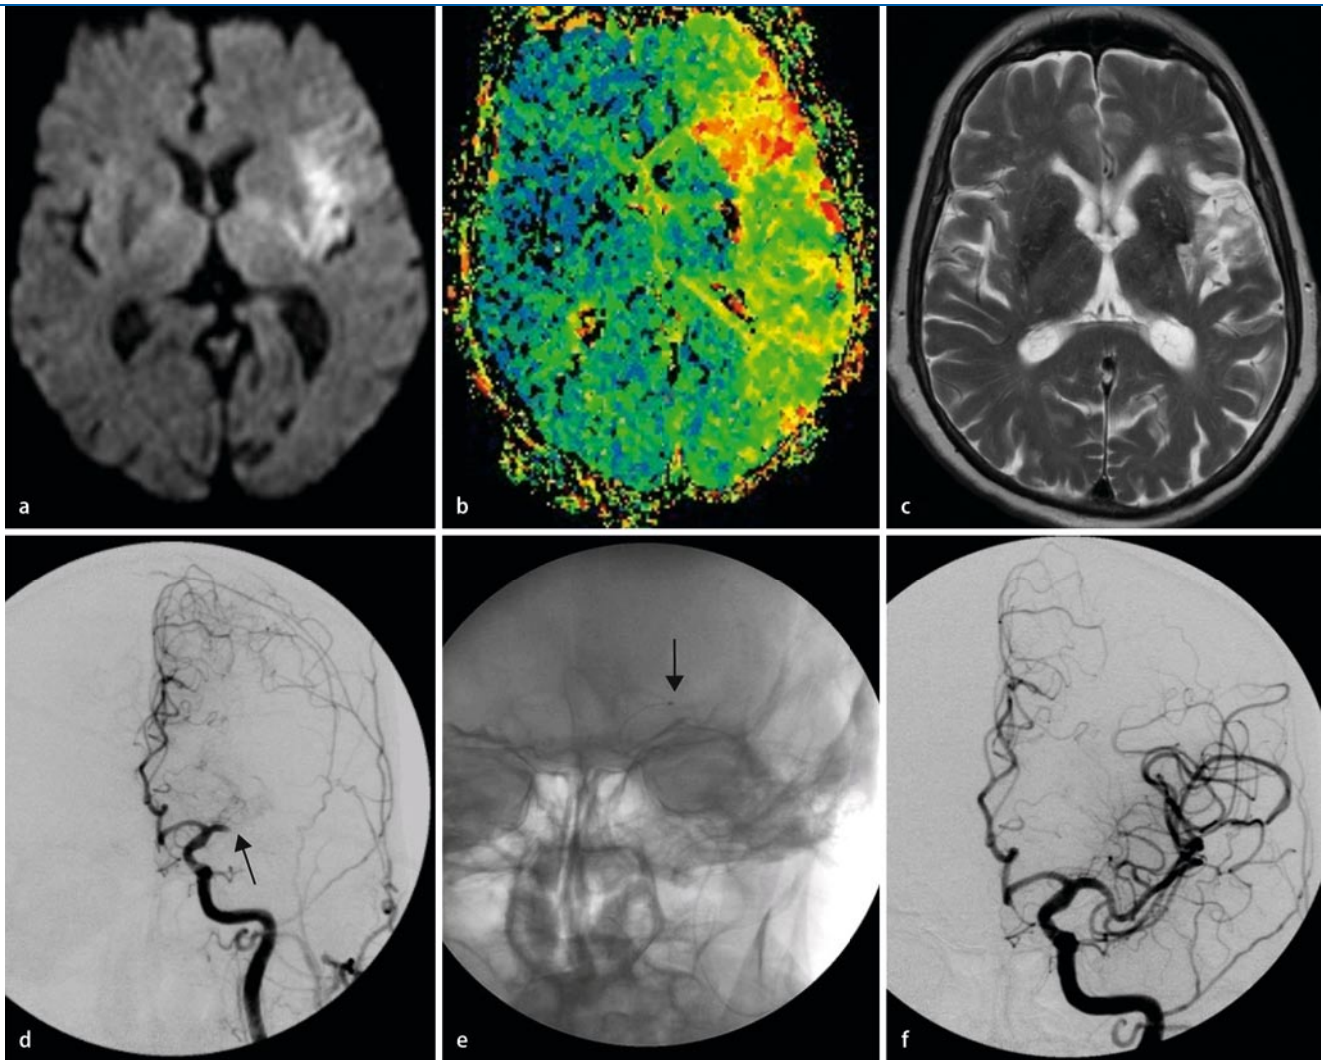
▲ Proximaler Mediahauptstammverschluss links (M1-Segment, *Pfeil* in d). Das akute Schlaganfall-MRT vor der intraarteriellen Thrombolyse zeigt eine umschriebene Diffusionsstörung (a) bei ausgedehnter Minderperfusion (Time-to-peak- [TTP-]Map in b). Die Mikrokatheterspitze wird im proximalen Thrombus platziert (*Pfeil* in e). Komplette Rekanalisation nach IAT (f) und lediglich umschriebener Defekt im Verlaufs-MRT nach 3 Monaten
